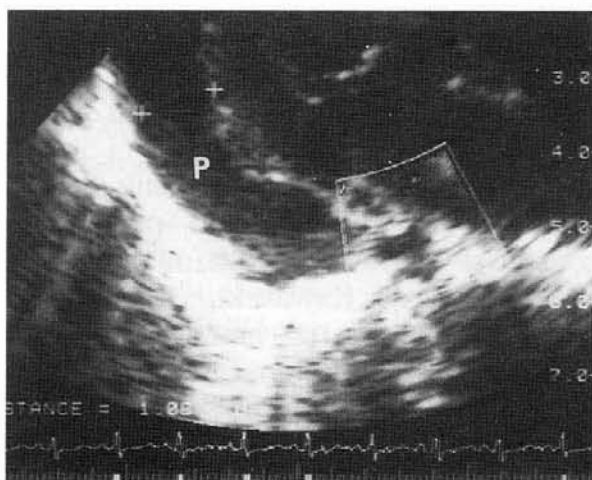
Ecocardiografía proyección eje largo. Se observa el derrame pericárdico (P) en cara pósterolateral de ventrículo izquierdo, así como dilatación de coronaria del mismo diámetro que el seno coronario próximo (en recuadro).
